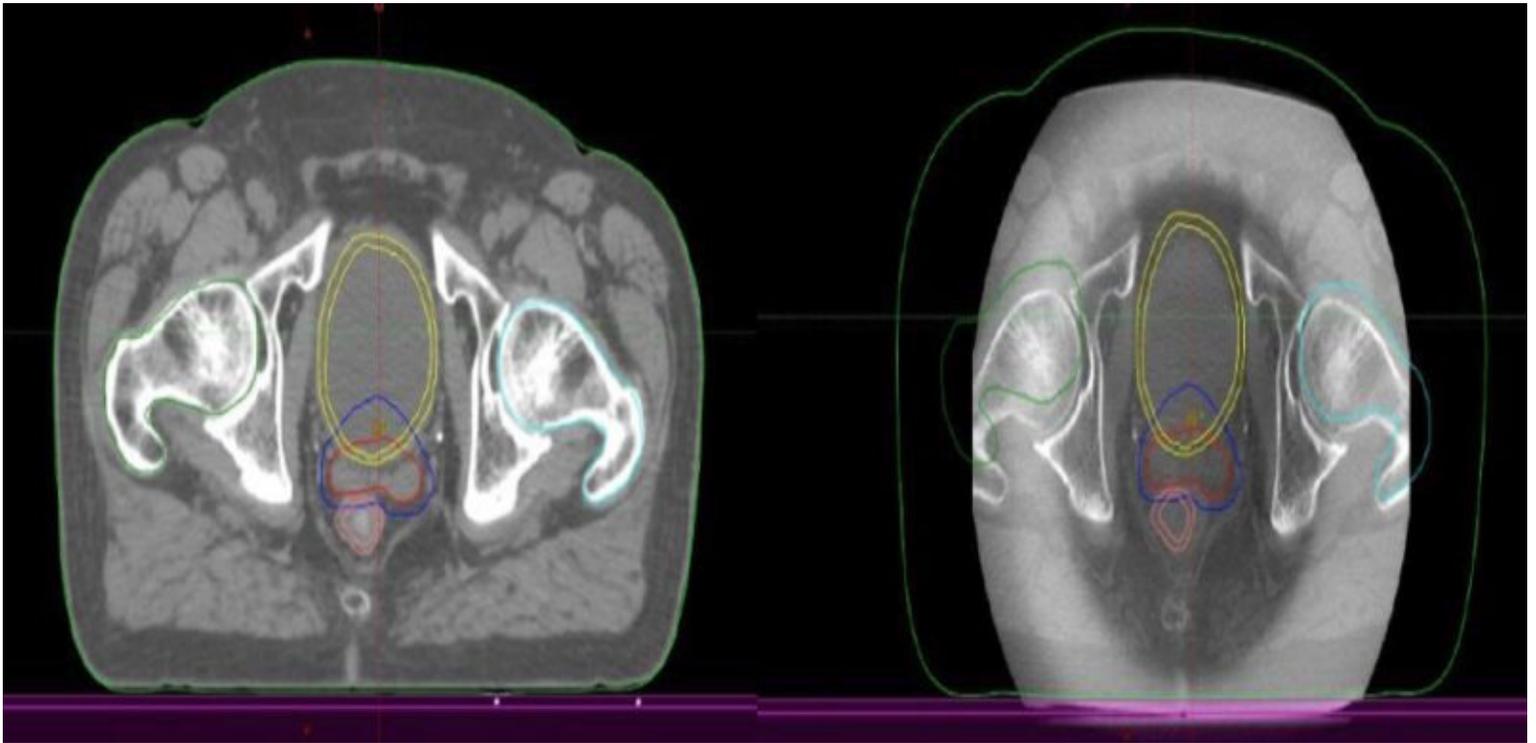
Técnica de Radioterapia IGRT (Guiada por imágenes). Derecha: TAC de simulación con contornos: Rojo CTV: clinic target volume(próstata y vesículas seminales); Azul: PTV: patologic target volume); Amarillo: Vejiga (OAR); Rosado: Recto (OAR); Verde: Cadera derecha (OAR); Celeste: Cadera izquierda (OAR). Izquierda: Conbeam en máquina de tratamiento, en donde la imagen en el acelerador se superpone con los contornos hecho en el TAC de simulación.
